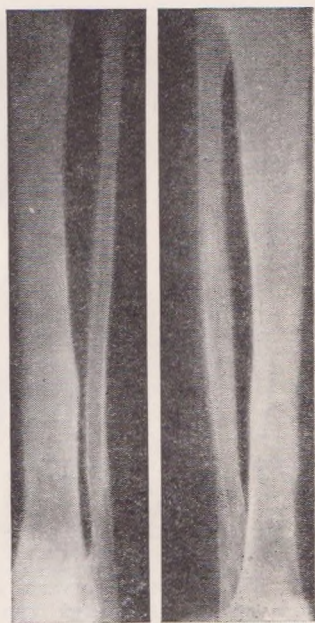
Рентгенограмма той же больной через 3 года после перелома
